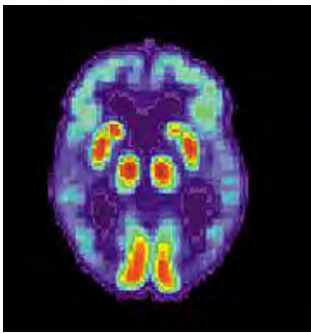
Tomografía del cerebro de un paciente con la EA mostrando pérdida de la función en el lóbulo temporal (30).
